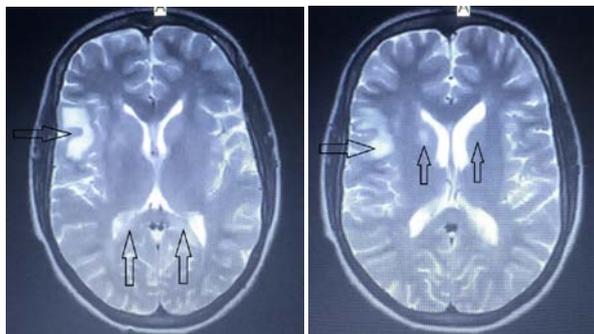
МРТ головного мозга пациентки А. при поступлении. Гиперинтенсивные очаги в правой лобной доле, в проекции базальных ядер, перивентрикулярно задним рогам боковых желудочков в T<sub>2</sub>-режиме
